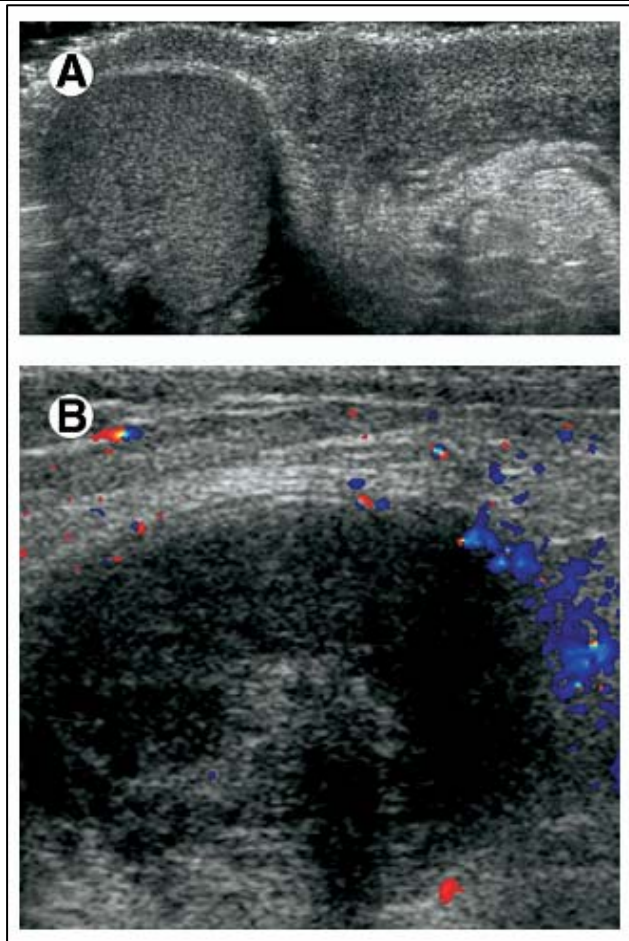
Torsion sur testicule cryptorchide, l'écho-doppler testiculaire montre l'absence de flux sanguin compatible avec une torsion [31]
